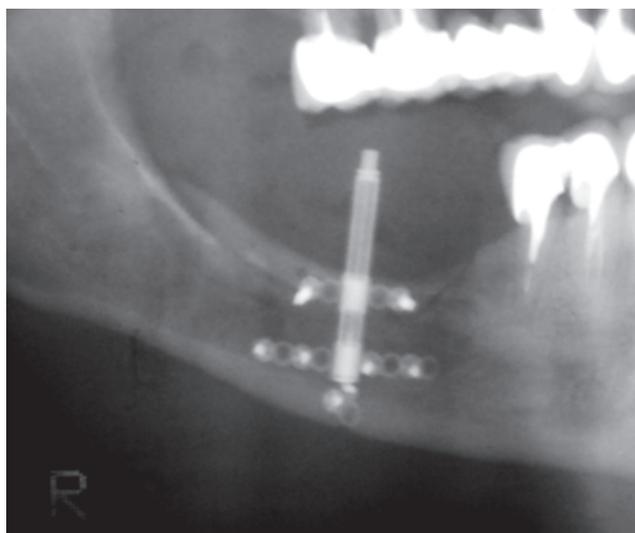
Radiografía panorámica post-operatoria inmediata.
